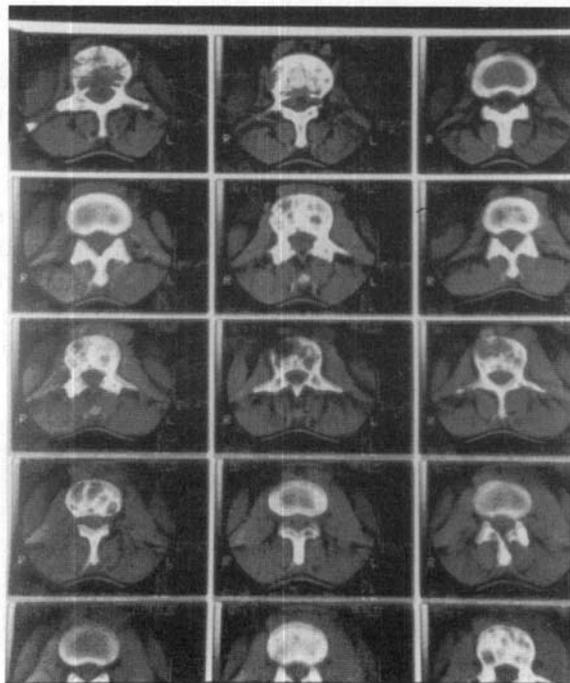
CT coluna torácica - imagens de osteólise em corpos vertebrais
